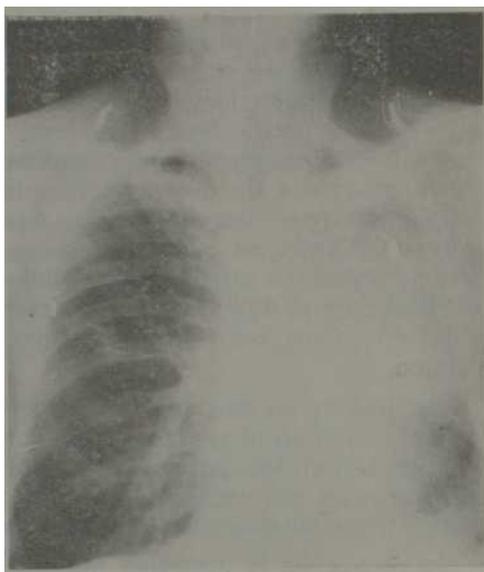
Radiografía de tórax en posición posteroanterior. Extensas lesiones infiltrativas en los 2/3 superiores del pulmón izquierdo acompañadas de una gran cavidad apical e infraclavicular.
